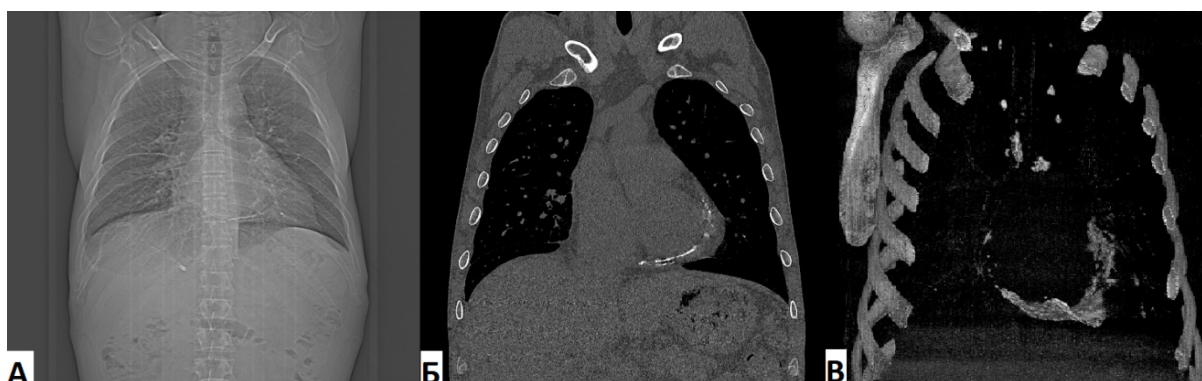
КТ-исследование органов грудной клетки через 1 месяц после операции (02.06.2023): А – КТ органов грудной клетки в прямой проекции; Б – фронтальный срез ОГК в костном режиме; В – 3D-реконструкция с оставлением костных тканей
